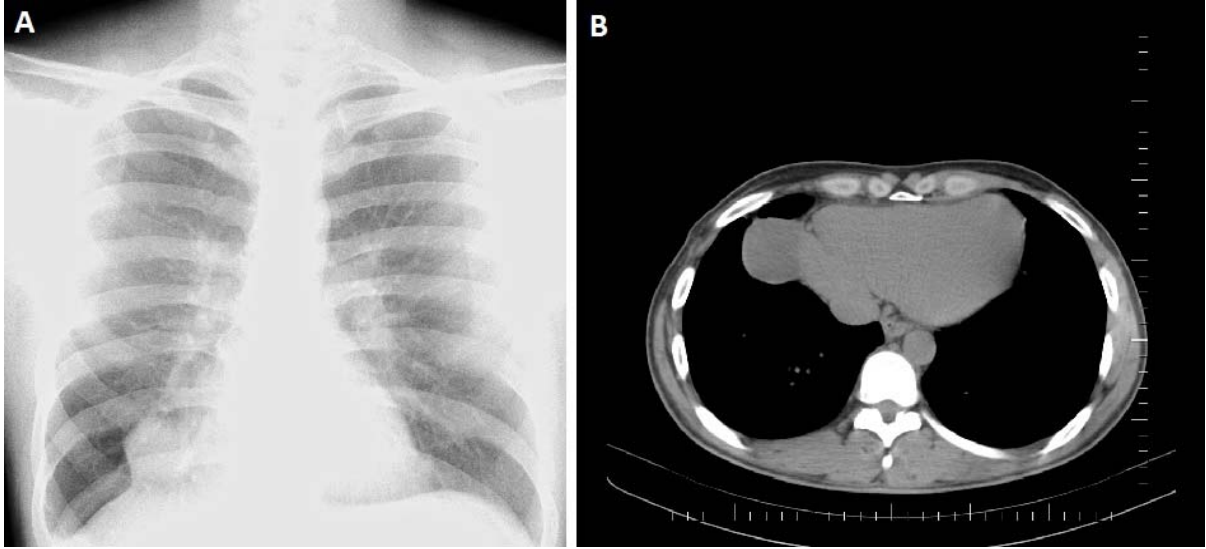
Posteroanterior akciğer grafisinde sağ kalp komşuluğunda yaklaşık 5 cm çapında düzgün kontürlü, hiperdens alan, b. Perikard komşuluğunda yaklaşık 5 cm boyutlarında düzgün sınırlı kistik yapı.
